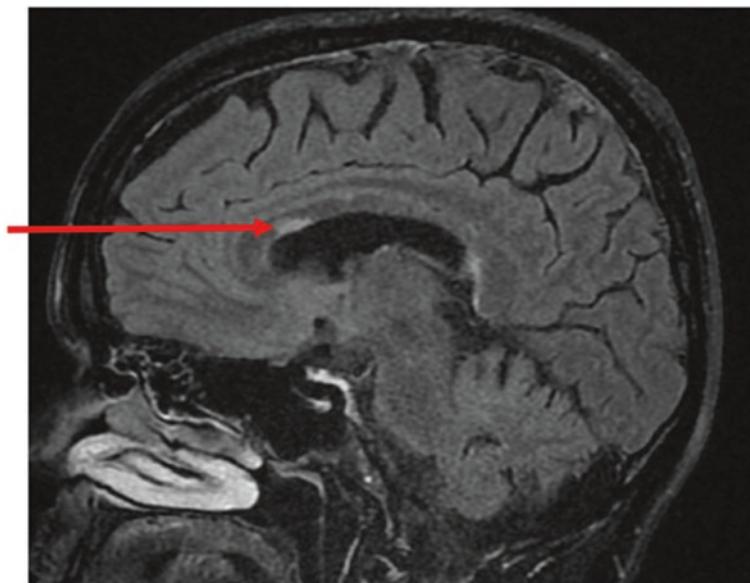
Sagittale Schnittführung. Bildkontrast: T2-FLAIR (Liquor dunkel; Herd hell), typischer hyperintenser MS-Herd im Balken
